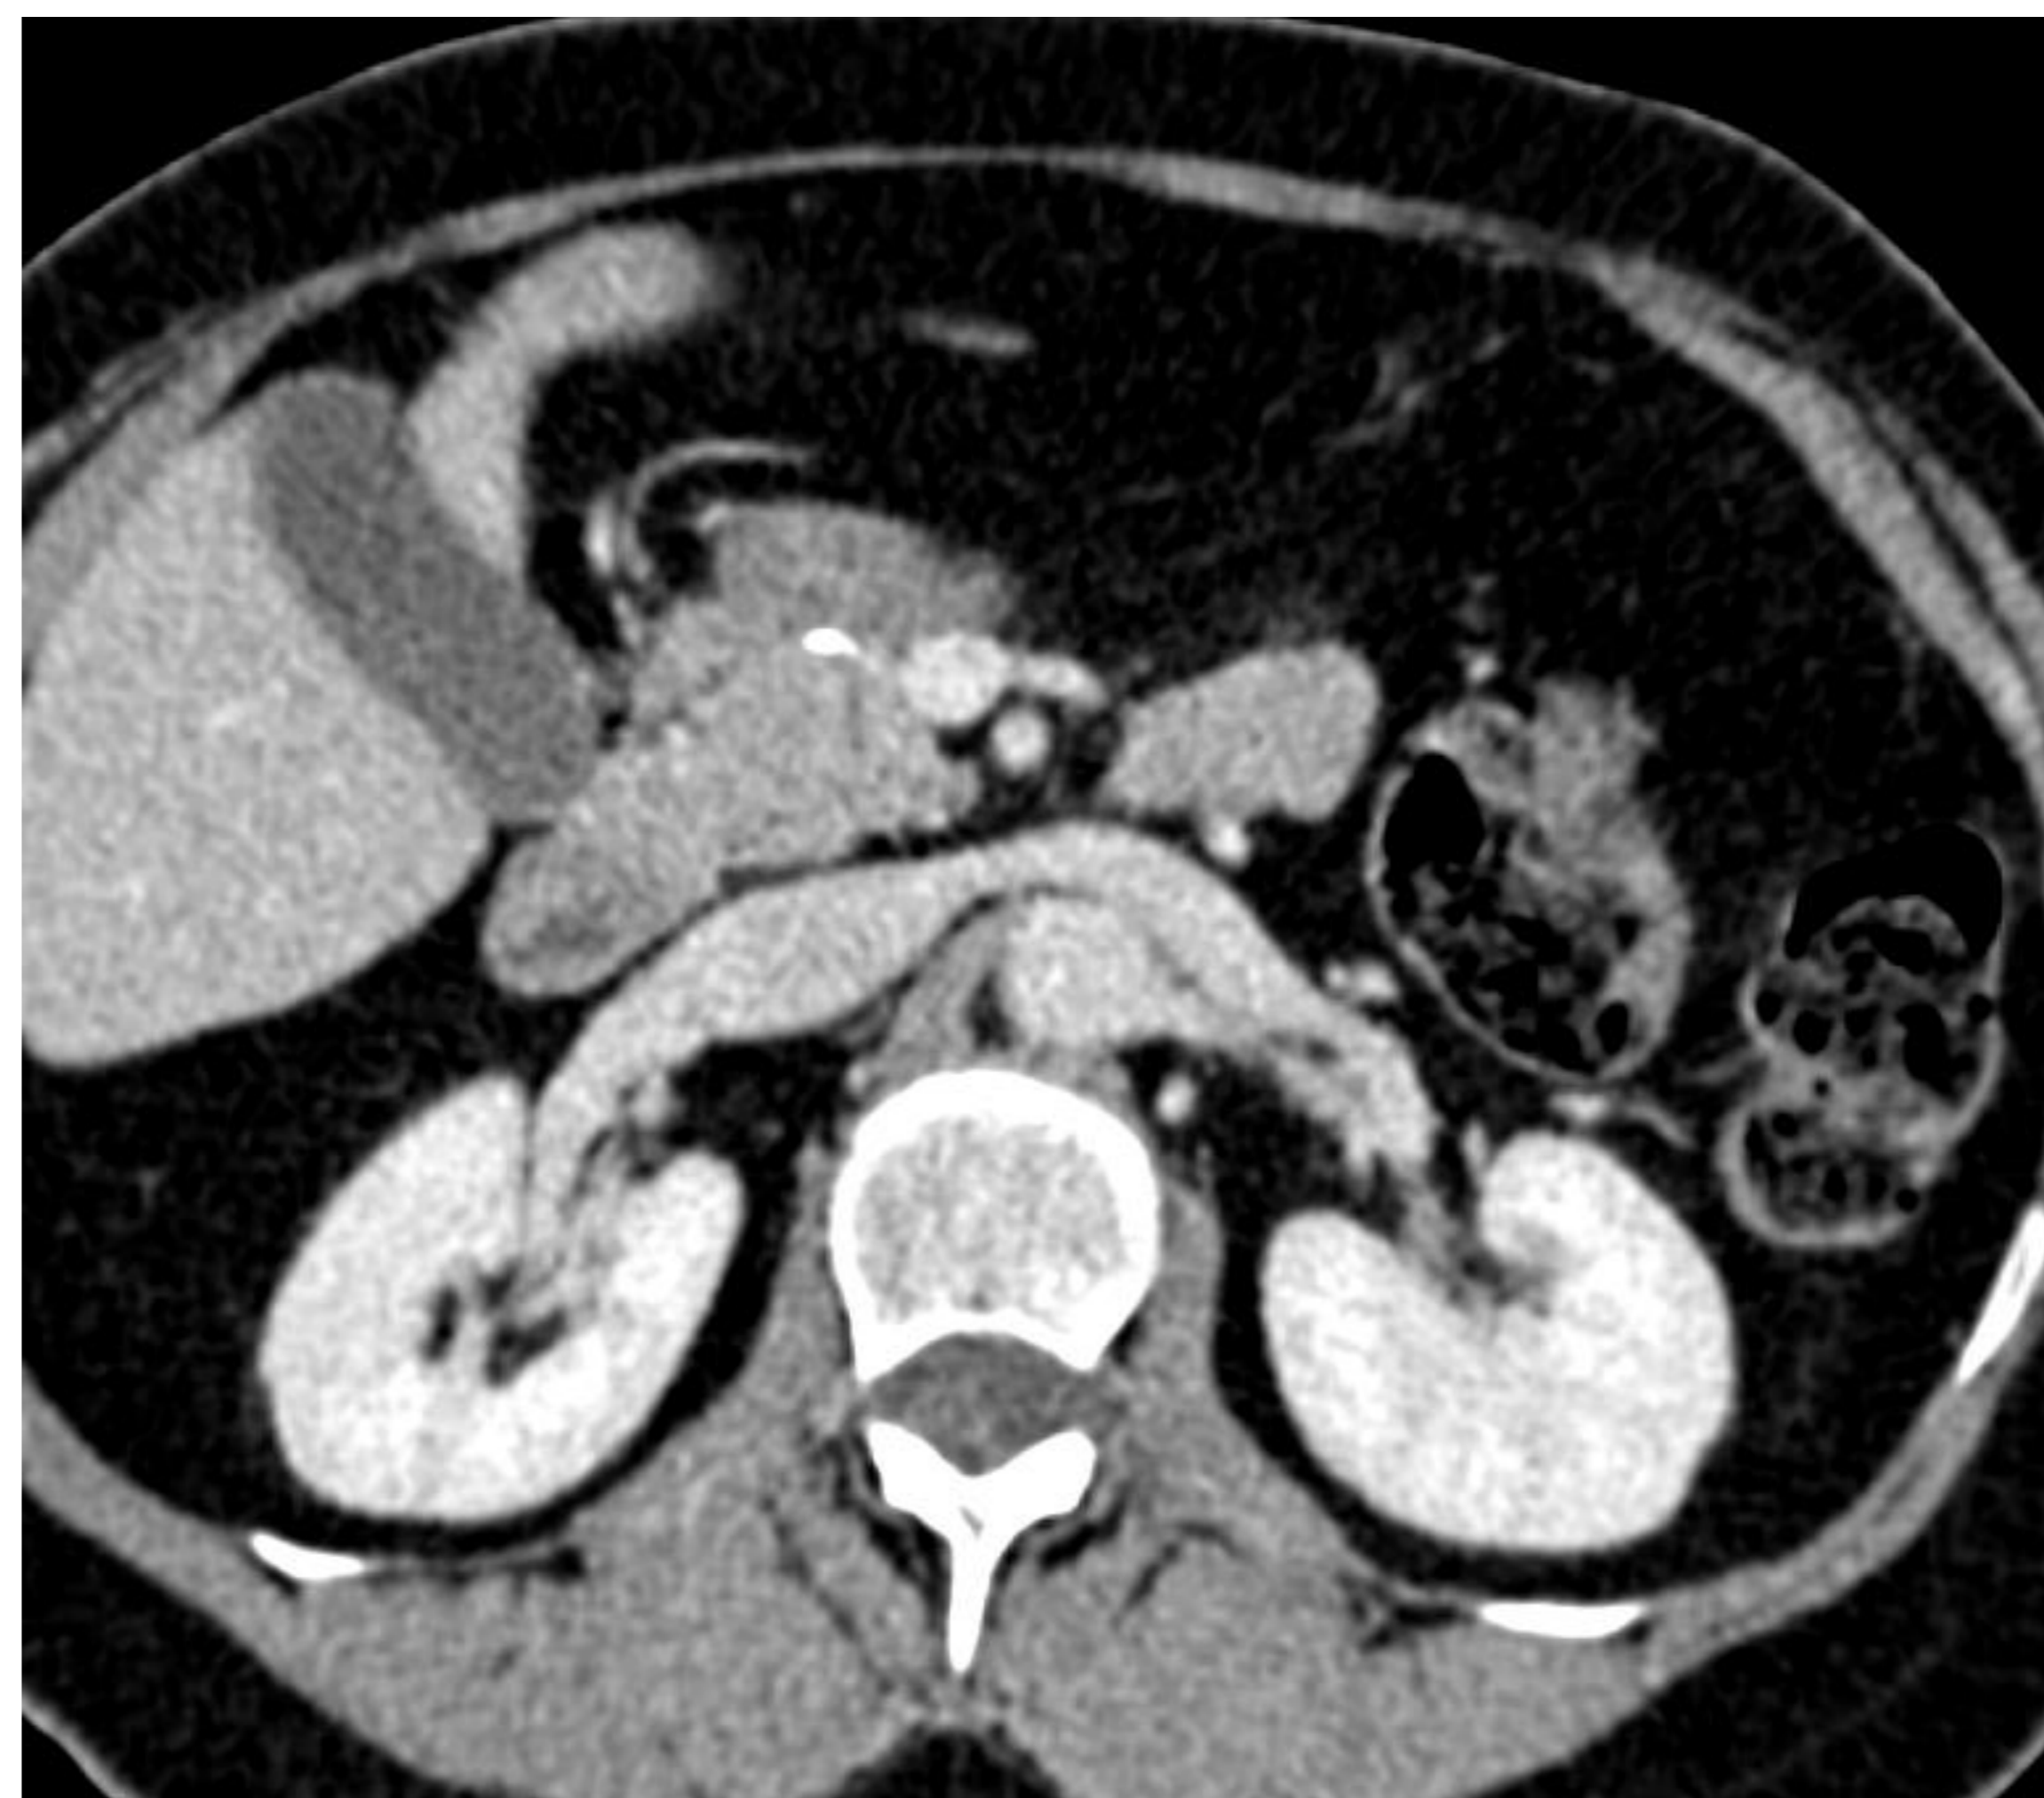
TC axial con CIV. Se visualiza la cabeza del páncreas con suturas en el margen de resección a la izquierda de la VMS.
